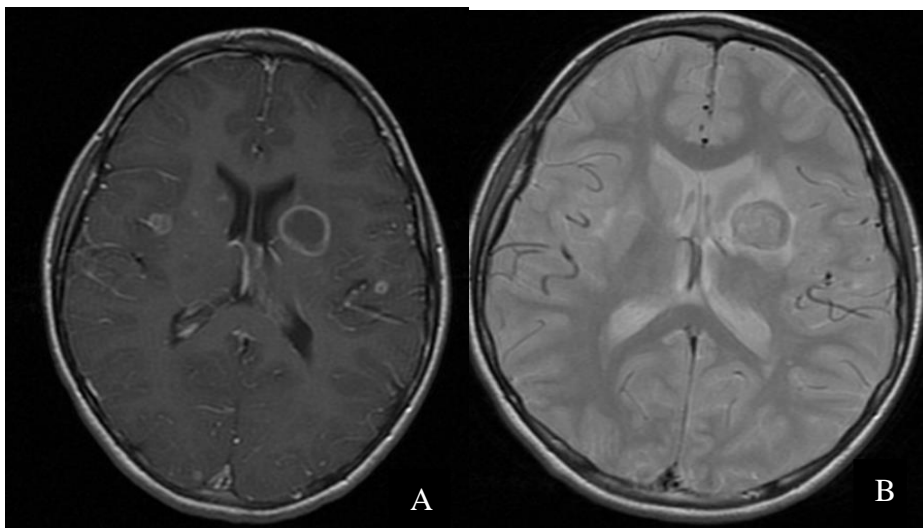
RM CE follow-up após profilaxia secundária, apresentando a lesão principal A) em ponderação T1 B) em ponderação T2
